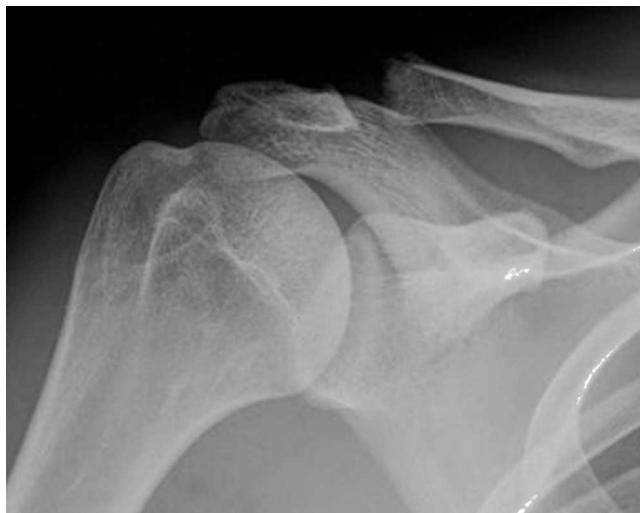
Radiografía anteroposterior de hombro derecho con una osteolisis del extremo distal de la clavícula. Obsérvese la rarefacción irregular del borde lateral de la clavícula. Ocasionalmente pueden observarse calcificaciones punteadas en la zona osteolítica.
